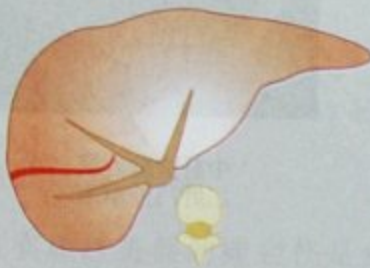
腹部增强CT可见中肝静脉的对比剂外溢,同时还可可见肝脏叶间几近完全断裂
